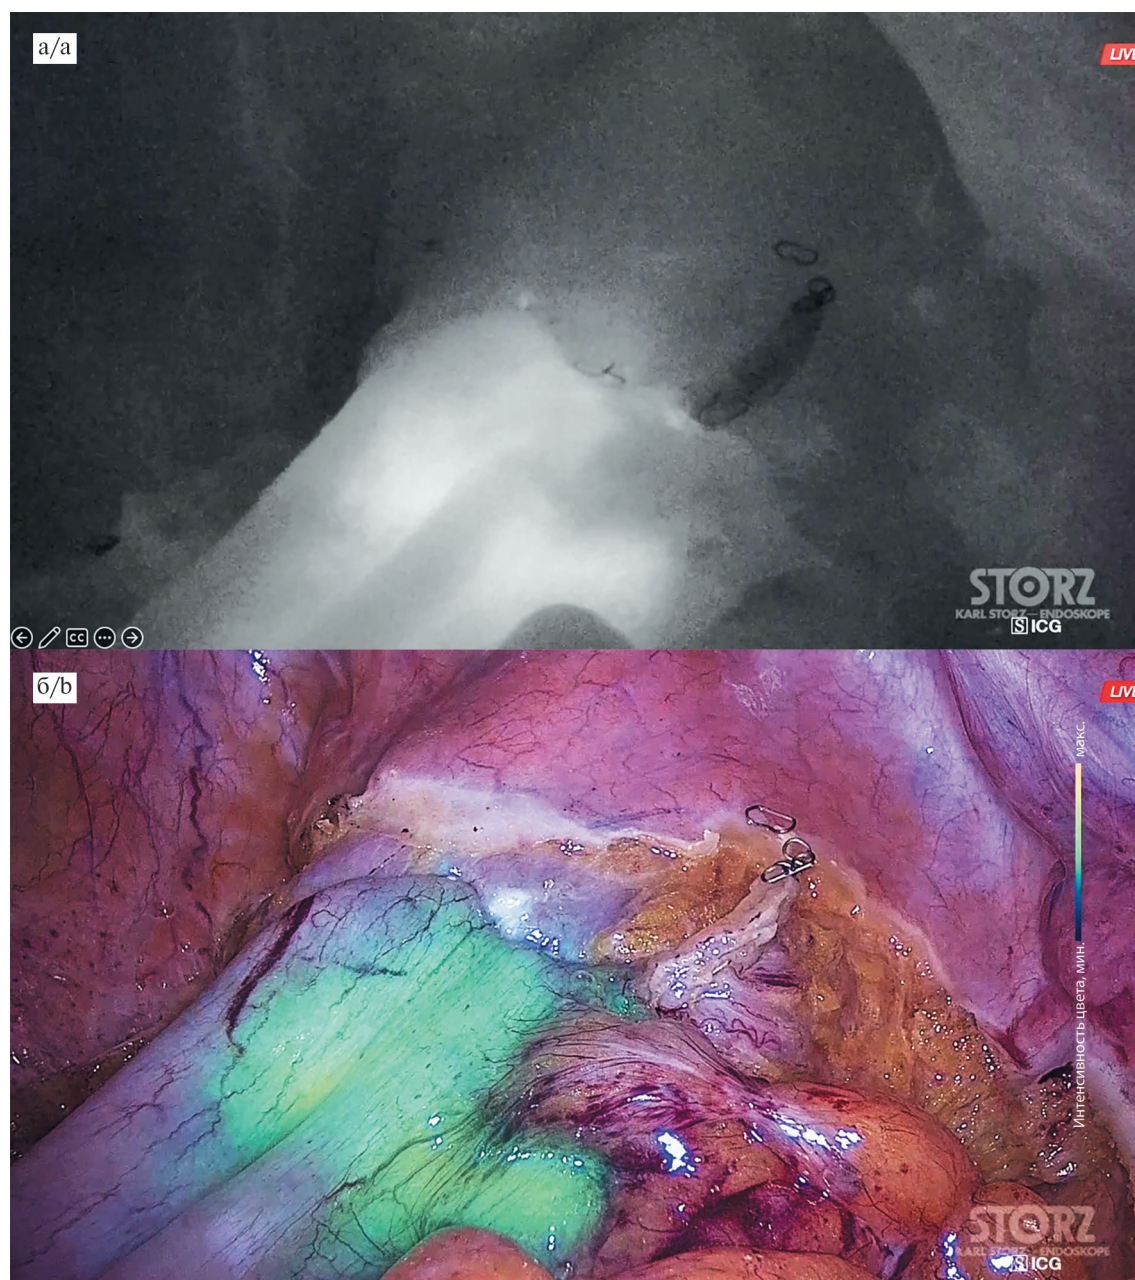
Фото этапа лапароскопической резекции сигмовидной кишки после формирования сигморектоанастомоза. Качественная оценка перфузии с использованием ICG-флуоресцентного метода.
